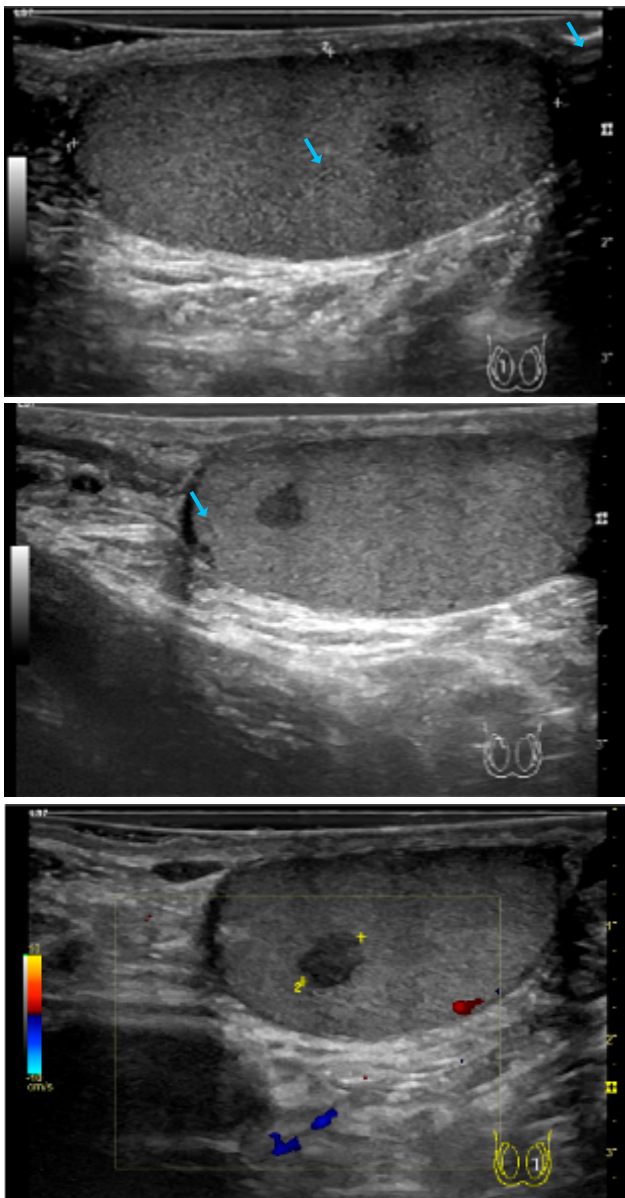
Imagem de ecografia testicular a evidenciar três lesões nodulares hipodensas (seta azul): A e B – duas lesões nodulares no testículo direito com 6 e 5 mm, respetivamente; C - uma lesão nodular no testículo esquerdo com 6 mm.
